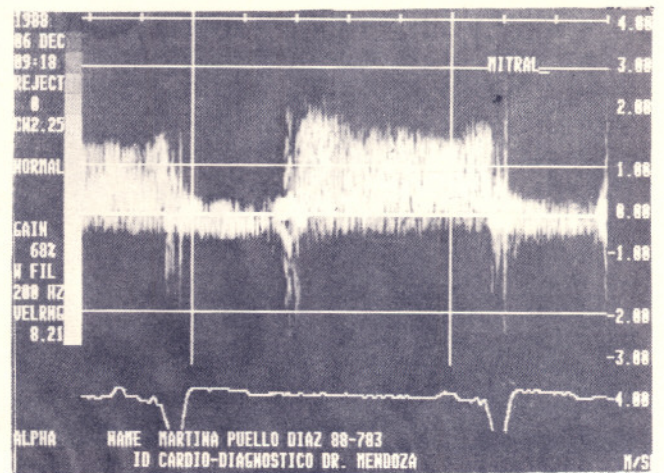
Señal Doppler característica de una estenosis mitral, con velocidad pico de 2.2 M/seg, indicando un gradiente transmitral de 20 mmHg.
